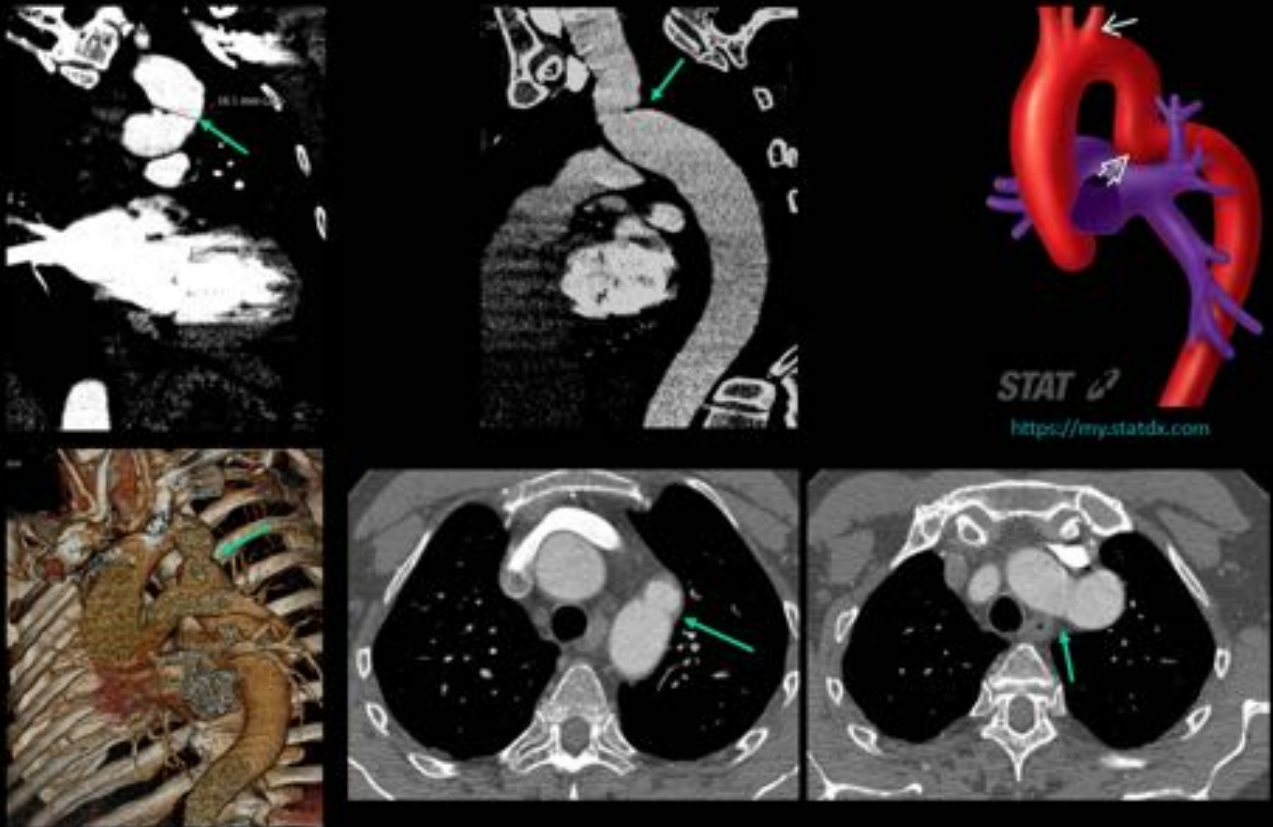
TC: MIP, reconstrucción volumétrica y cortes transaxiales: Flechas: pseudocoartación aórtica.
